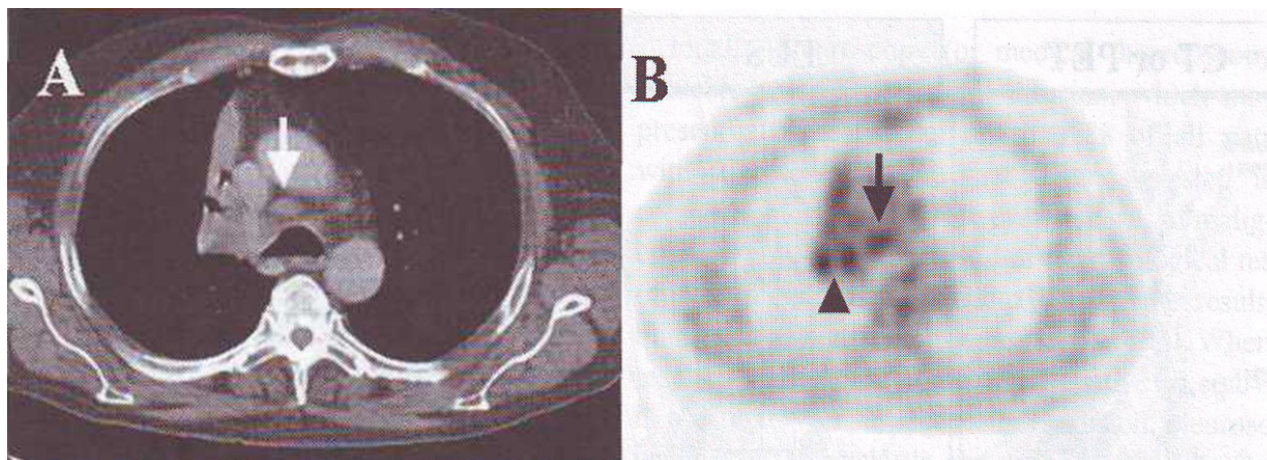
(А) КТ-ПЭТ скан после индукционной химиотерапии у больного центральной формой рака верхней доли правого легкого с T2N2M0. Сохраняется увеличение лимфоузла на КТ. (В) на ПЭТ сохраняется повышенное накопление FDG в первичной опухоли (размерная стрелка) и в правых паратрахеальных лимфоузлах (стрелка).
